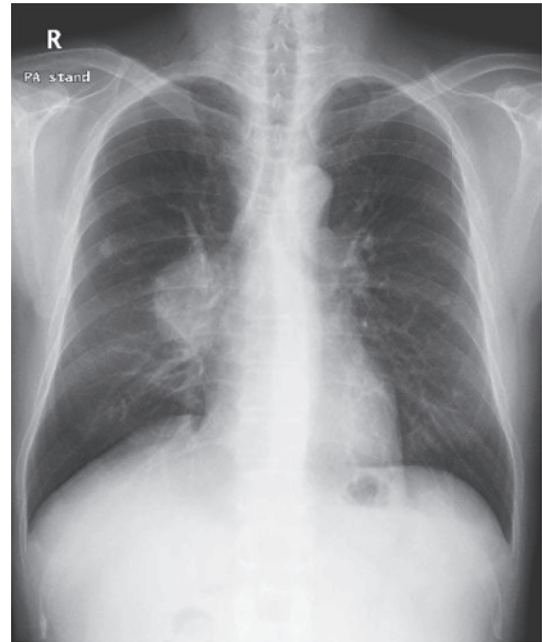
A chest X-ray film shows a mass shadow in the right hilum.
